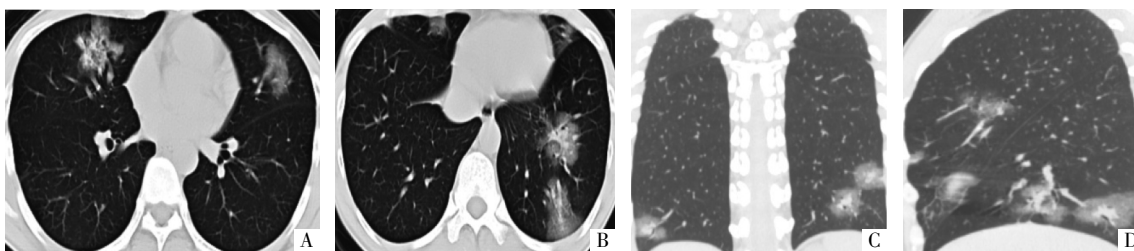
病人女,34岁。有疫区旅居史。咳嗽、发热1周余,入院当日进行HRCT检查。A、B图为CT平扫肺窗横断面影像,C、D图分别为CT平扫肺窗重建冠状面、矢状面影像,示两肺多发片状GGO影,病灶内可见高密度结节影,病灶内血管增粗、结构紊乱,可见晕征。
